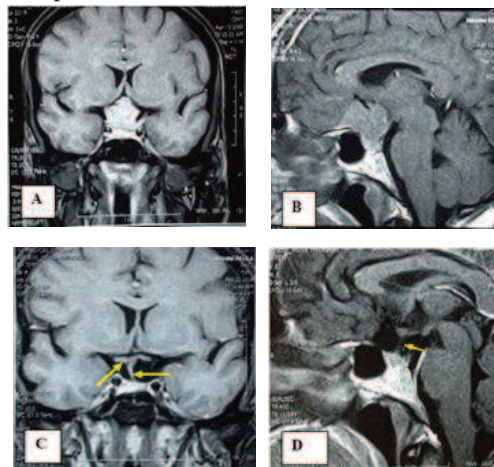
IRM préopératoire en coupe coronale et sagittale (a et b) et postopératoire (c et d) qui montre l'exérèse totale d'un méningiome du tubercule de la selle avec préservation de la tige pituitaire.
